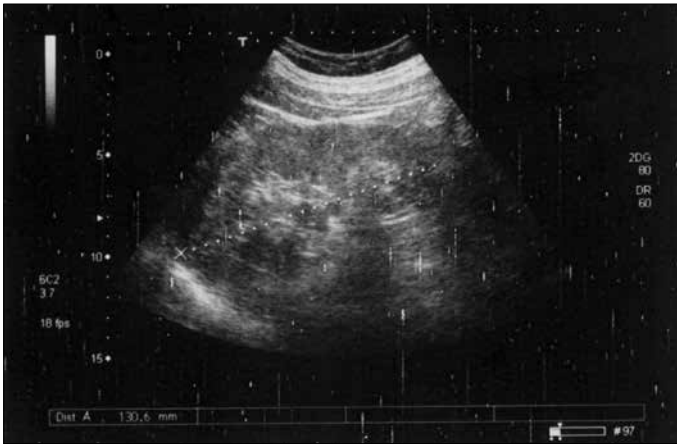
Renal doppler ultrasonografisinde sol böbrek alt polde kalın cidarlı ve içerisinde yer yer az miktarda kalsifikasyonlar izlenen kistik görünüm
